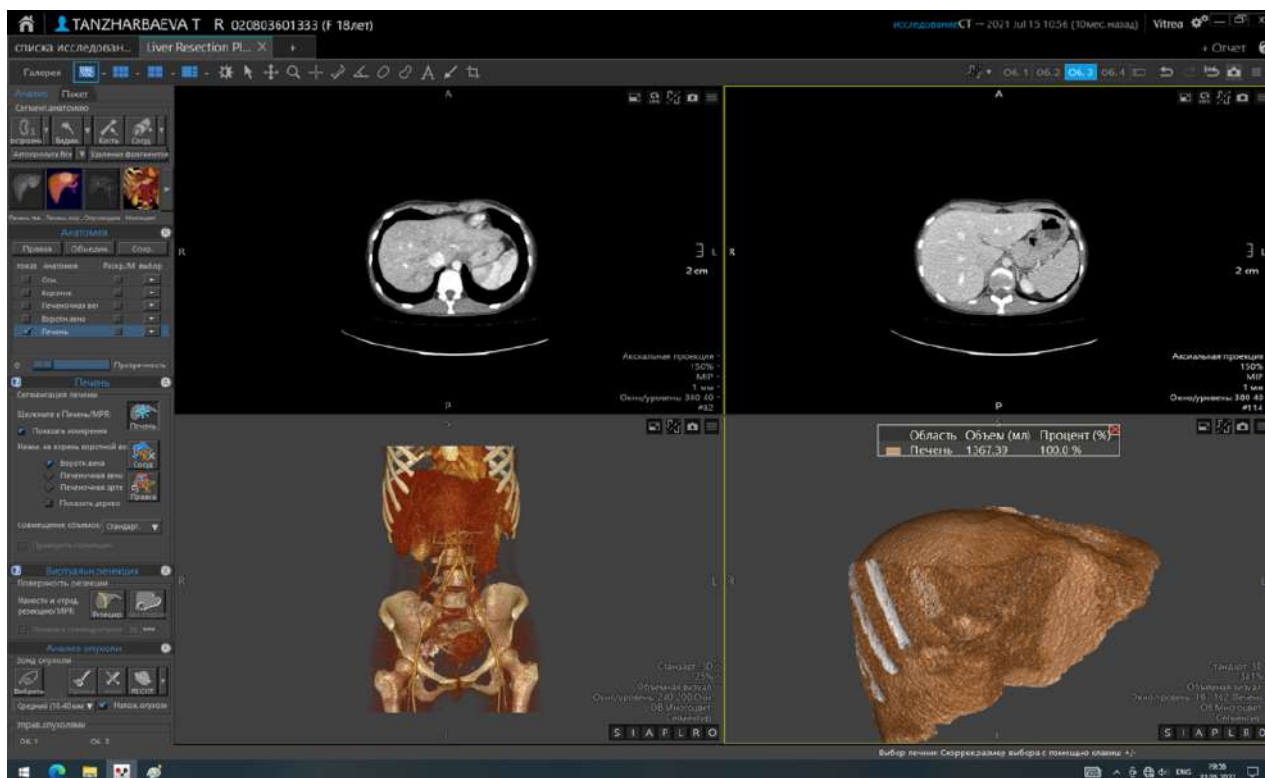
Панель инструментов программы CT Liver Analysis
